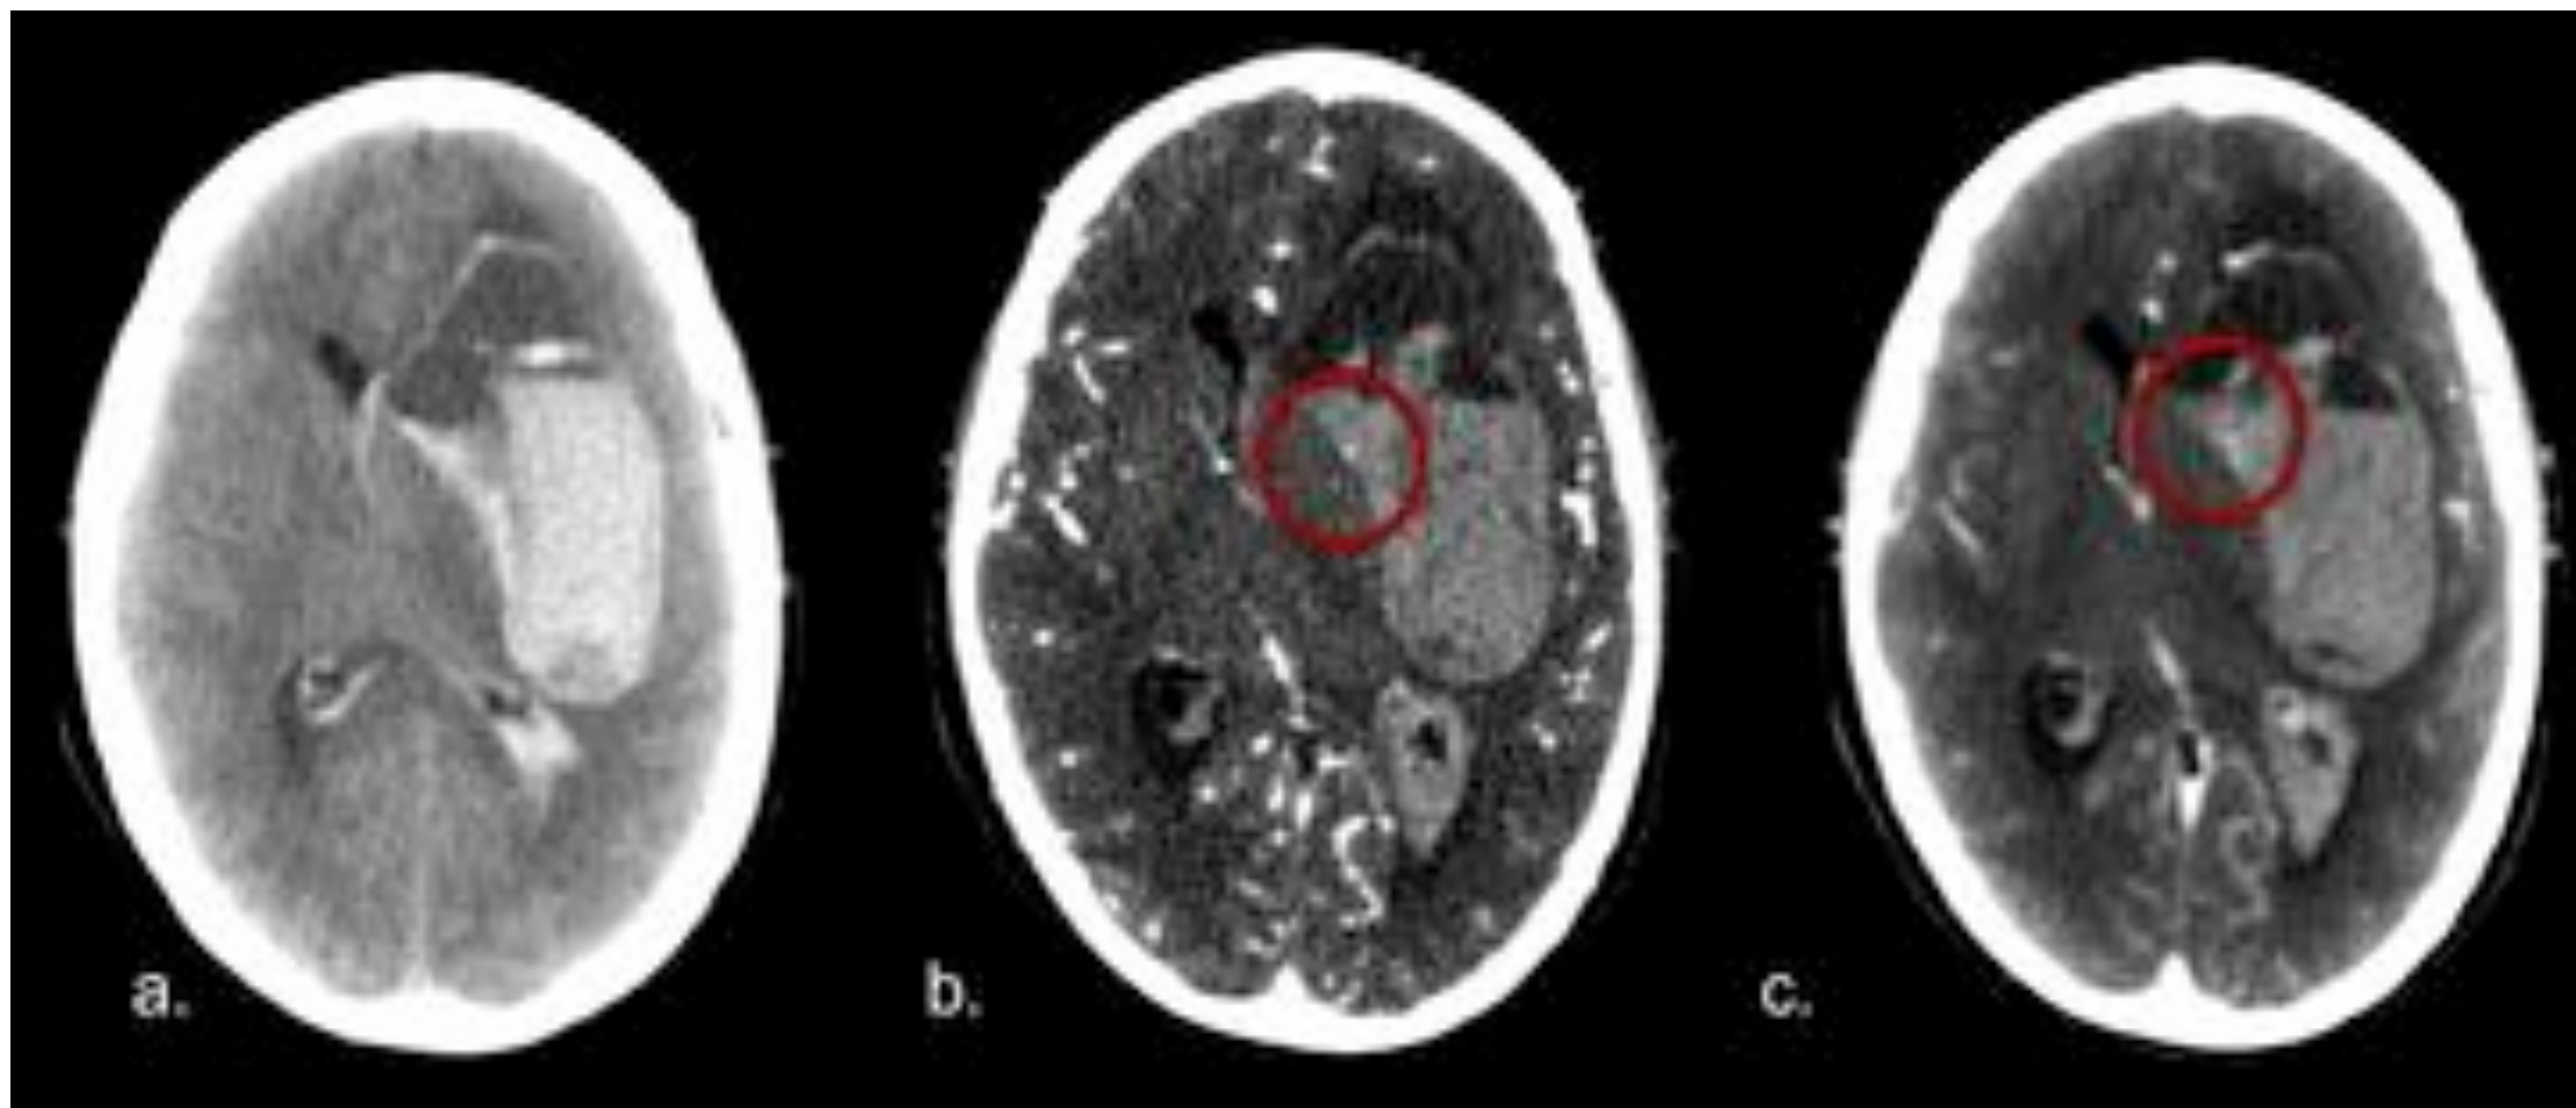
Mujer puérpera con cefalea y hemiparesia derecha. En el TC craneal sin CIV (a) se identifica gran hematoma intraparenquimatoso. Tras la administración de CIV se observa extravasación de CIV en el seno del hematoma (b, círculo), que aumenta en fase tardía (c, círculo).
